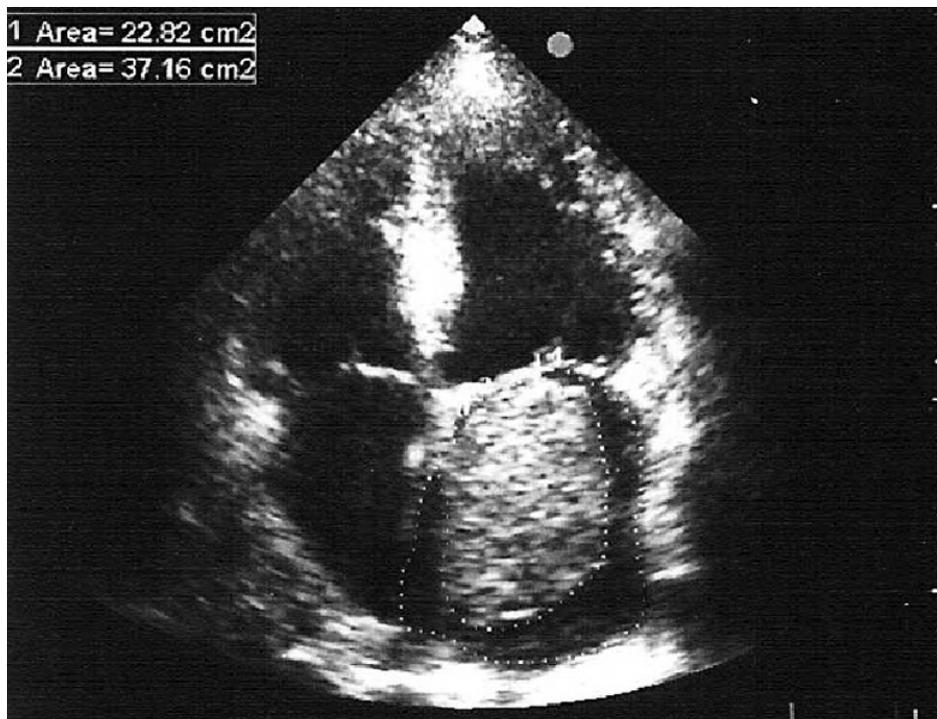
Ecocardiograma presentando ocupación de espacio en aurícula izquierda
